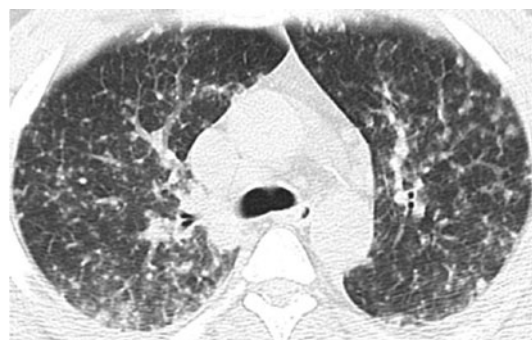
Chest computed tomography scan on admission shows multiple small nodules and micronodular opacities randomly distributed throughout both lungs. In the inferior lobes of the lungs, infiltrative shadows from coalescence of the nodules are visible.
